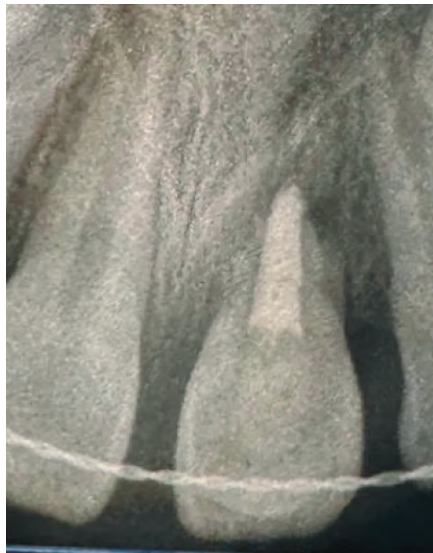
Прицільна рентгенографія після лікування.
